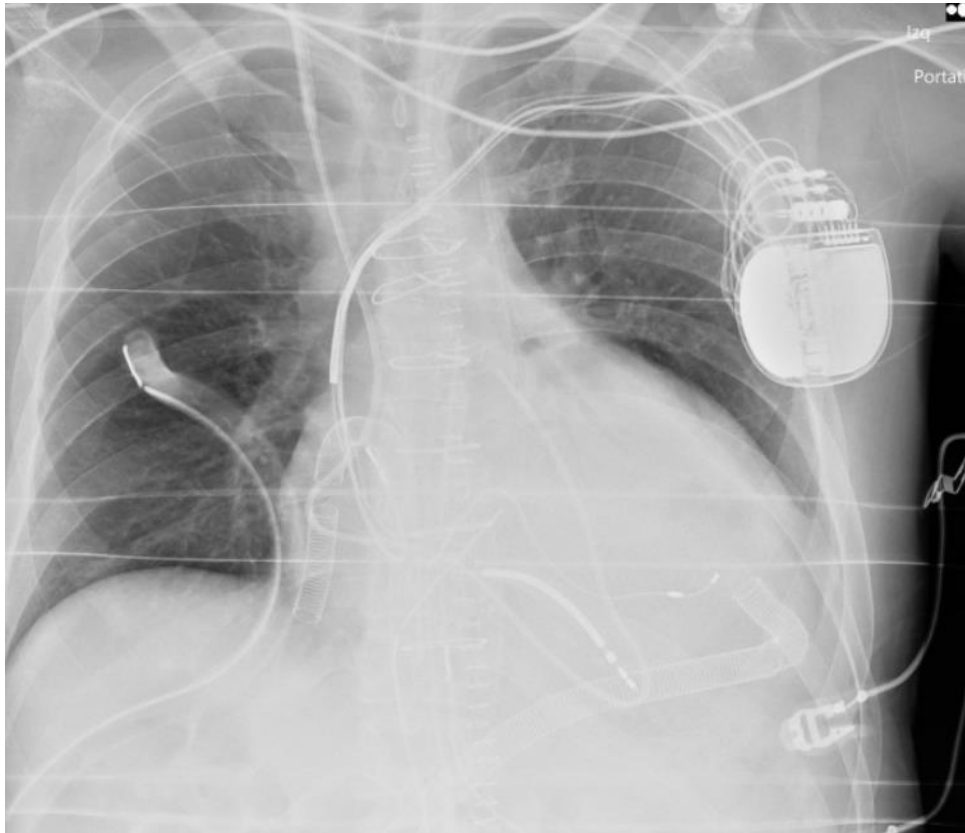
Radiografía de tórax mostrando canulación de asistencia biventricular.
